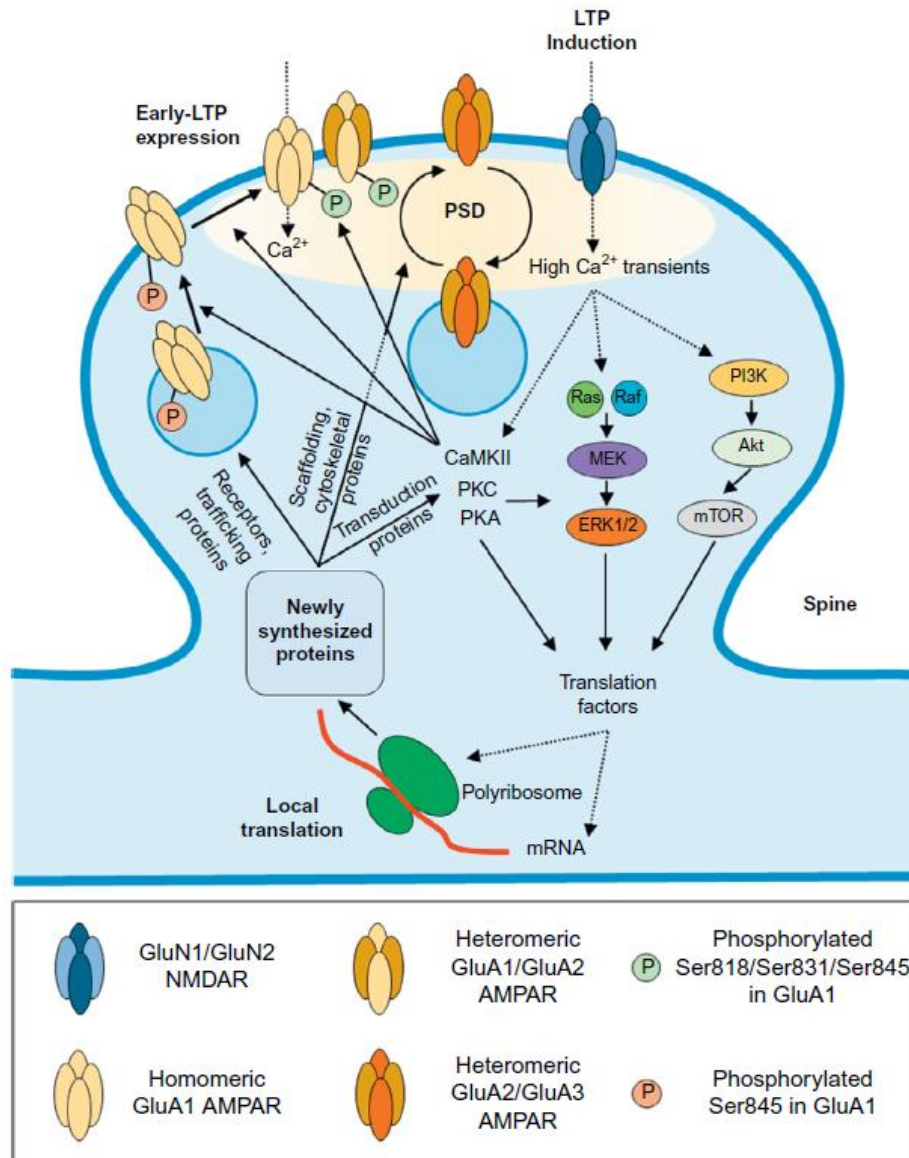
Пути индукции LTP. Активация NMDA-рецепторов приводит к притоку Ca^{2+} , который, в свою очередь, активирует множество протеинкиназ в дендритных шипиках. Эти киназы фосфорилируют AMPA-рецепторы в синапсе для изменения их свойств, или AMPA-рецепторы во внутриклеточном пуле, чтобы вызвать встраивание дополнительных AMPA-рецепторов в постсинаптическую мембрану. Кроме того, протеинкиназы активируют факторы трансляции, которые необходимы для стабилизации локальных мРНК и для инициации локальной трансляции мРНК. Локальный синтез белка обеспечивает механизм прямой связи для постоянного увеличения числа рецепторов, транспорта рецепторов, уровней белков скэффолдов и белков цитоскелета, а также латеральной диффузии и стабилизации AMPA-рецепторов [13].
